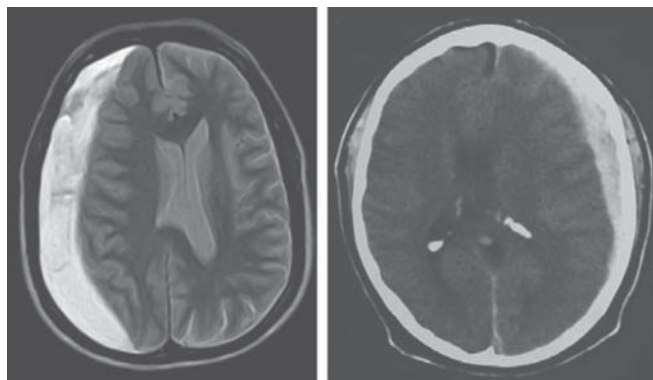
Hematoma subdural agudo visto en imagen de resonancia a la izquierda con desviación de la línea media y colapso del sistema ventricular. En la imagen de la derecha se observa un hematoma contralateral con densidad homogénea y efecto de masa sobre la línea media.
